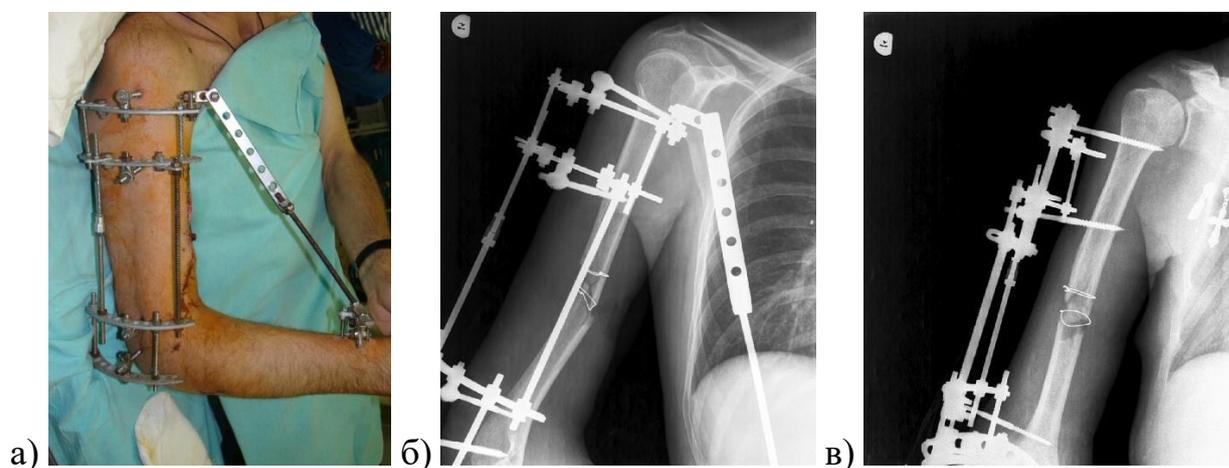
Раненый К., 43 лет: а) внешний вид правого плеча; б, в) рентгенограммы правого плеча
